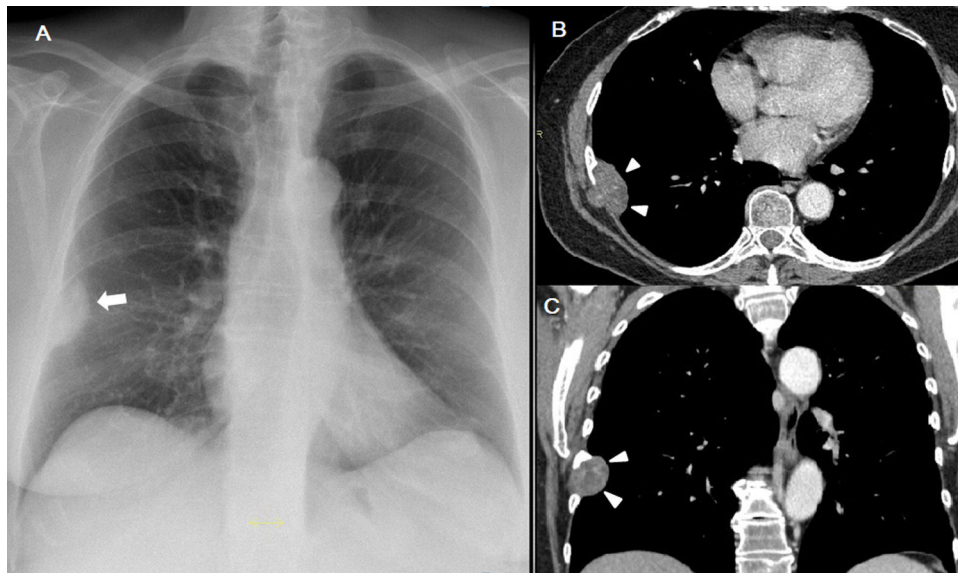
Radiografía simple (A), lesión de características extrapulmonares en la base del hemitórax derecho (flecha). Cortes axial (B) y coronal (C) de TC de tórax, lesión sólida (cabezas de flechas) heterogénea de 45 x 30 extraparenquimatosa, afectando al espacio intercostal entre el 7° y 8° arcos costales derechos. Asocia destrucción ósea parcial con reacción esclerótica y expansiva del séptimo arco costal.
